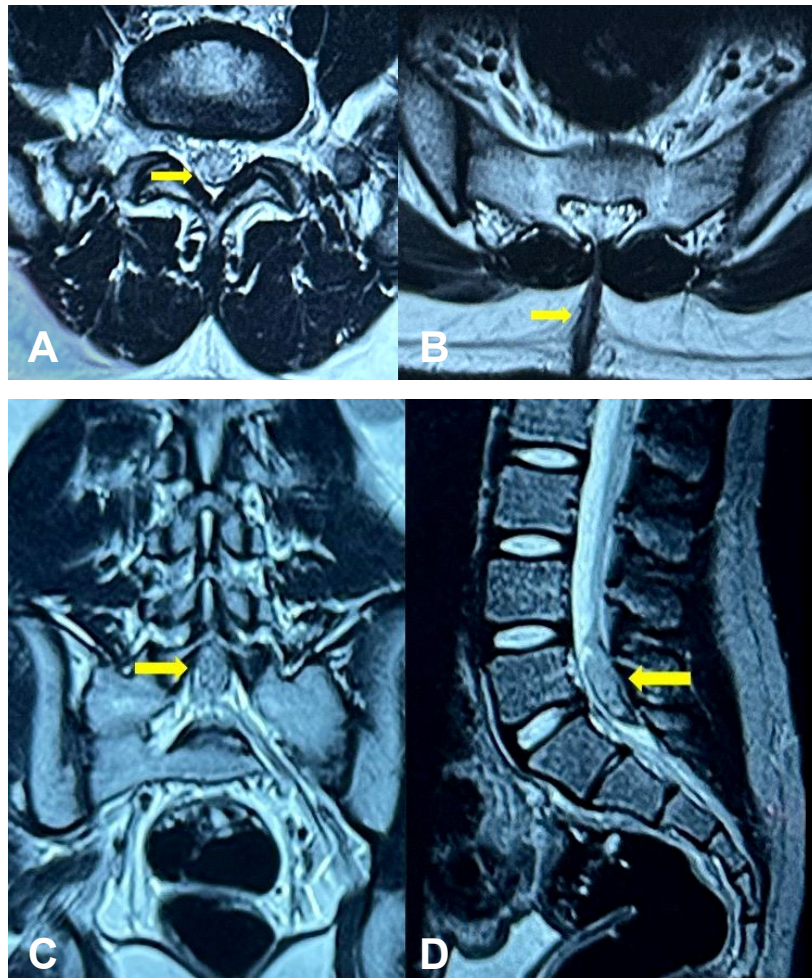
RM de columna lumbosacra con contraste
